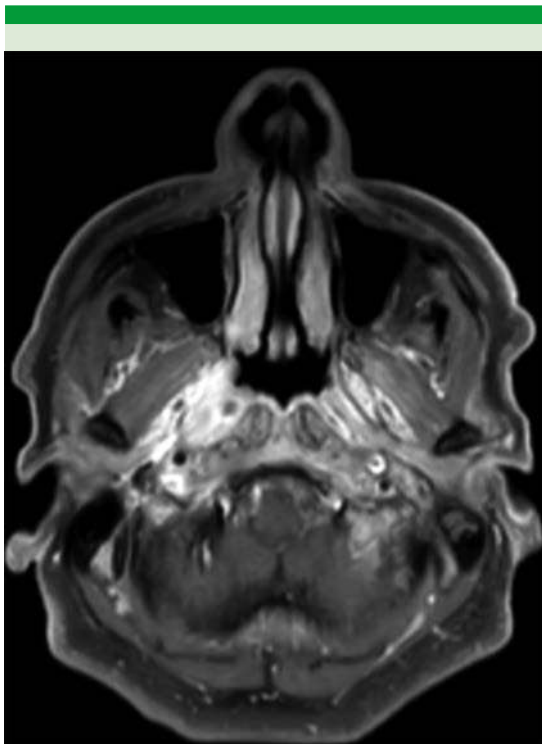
Resonancia magnética en corte axial, en secuencia T1 Dixon +C, se identifica una lesión de los tejidos blandos a nivel de la fosa de Rosenmüller, dependiente del espacio mucoso faríngeo y parafaríngeo, que se extiende hacia la región contralateral.
